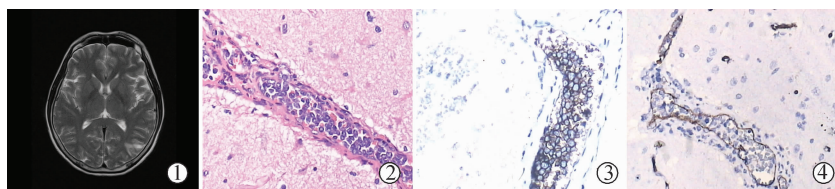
MRI :T2WI 显示左颞枕叶皮层结节状信号
